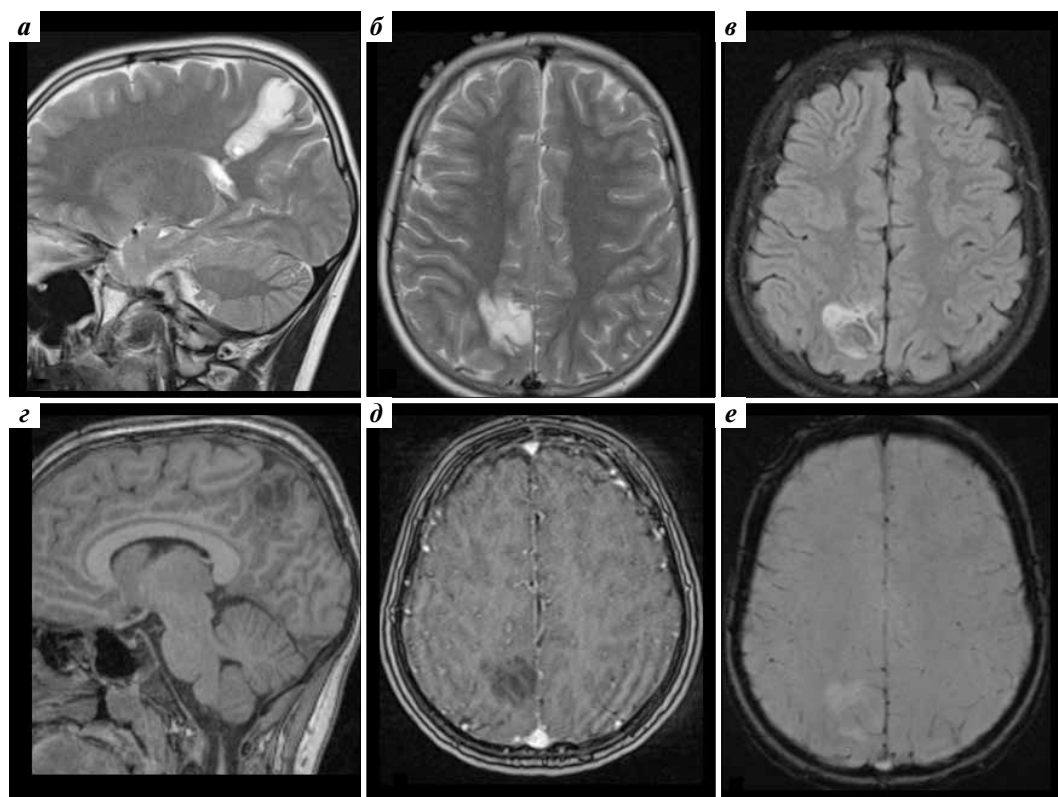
Интрапаренхиматозное, дополнительное новообразование в парасагитальных отделах правой теменной доли демонстрирует мультикистозную структуру, отсутствие перифокального отека и минимальный масс-эффект в пределах предклинея. Также отмечается транзмантиальное распространение от стенки заднего рога бокового желудочка до основного очага поражения, локализованного в коре (а–г). На изображениях FLAIR определяется гиперинтенсивный ободок по границе опухоли с изоинтенсивным центральным фрагментом — симптом «яркого ободка» или несоответствия T2/FLAIR, характерный для дизэмбриопластической нейроэпителиальной опухоли или диффузной IDH-мутантной астроцитомы (в). Новообразование не накапливает контрастный препарат (д) и не имеет признаков наличия неоваскуляризации и кальцинатов в структуре (е)
